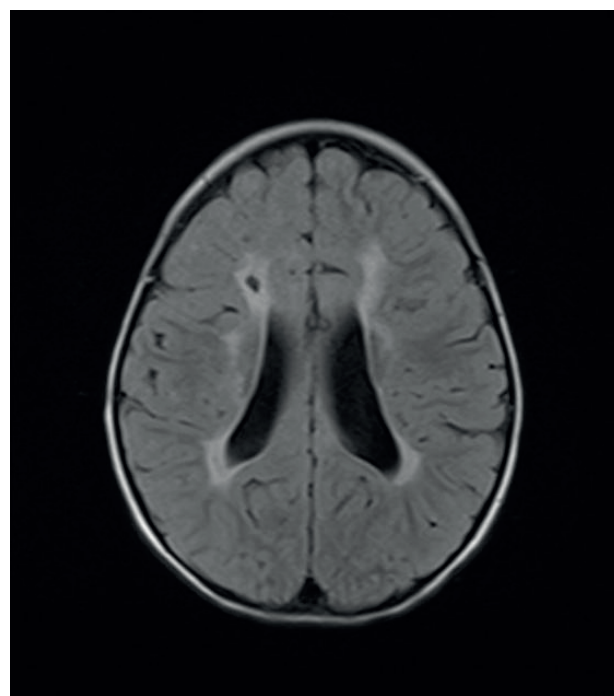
МРТ головного мозга. Пациент С., 8 мес.
